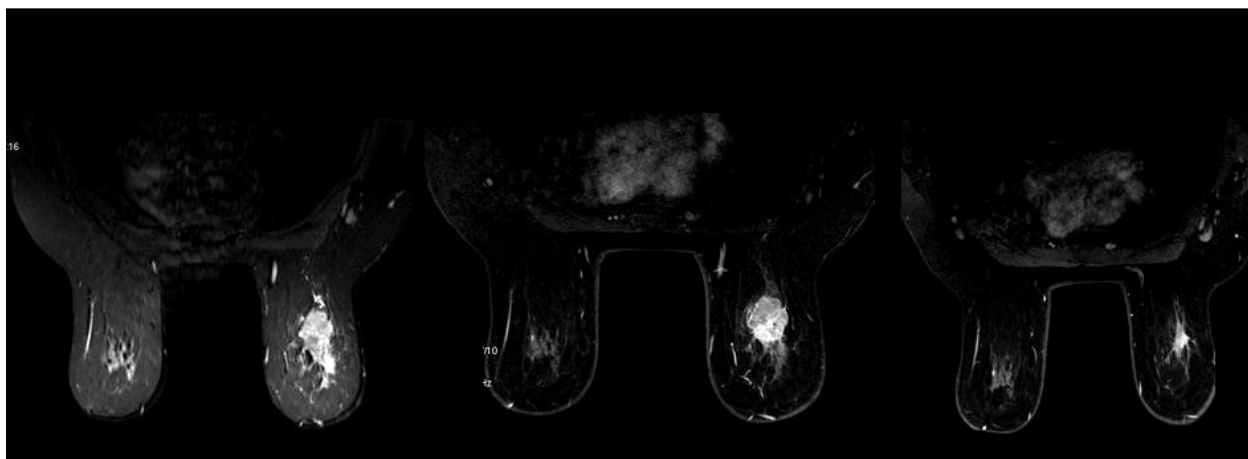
МРТ с КУ, опухоль правой молочной железы до начала лечения, после 2 и 6 циклов НПХТ
